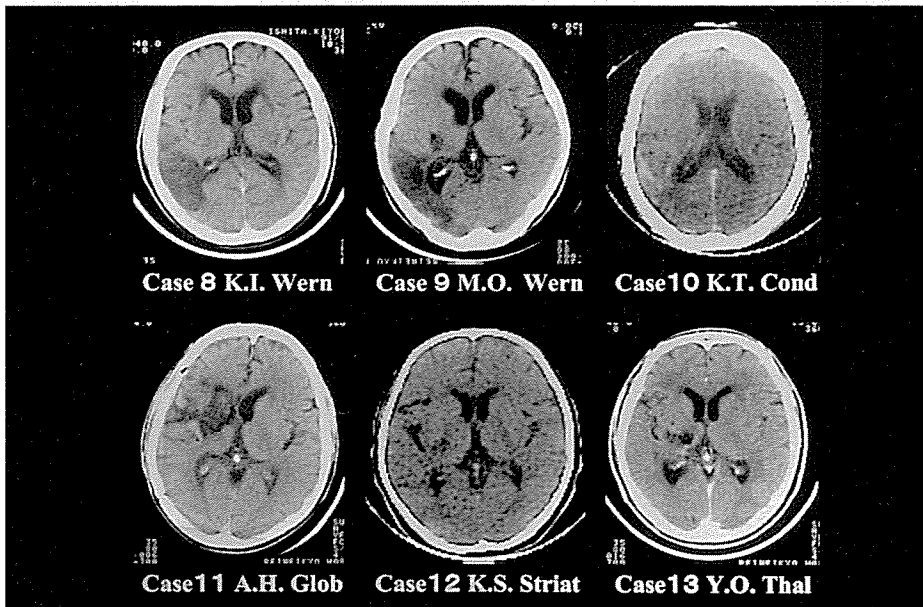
非右利き右半球性失語 (Broca 失語以外) 6 例の CT 所見
